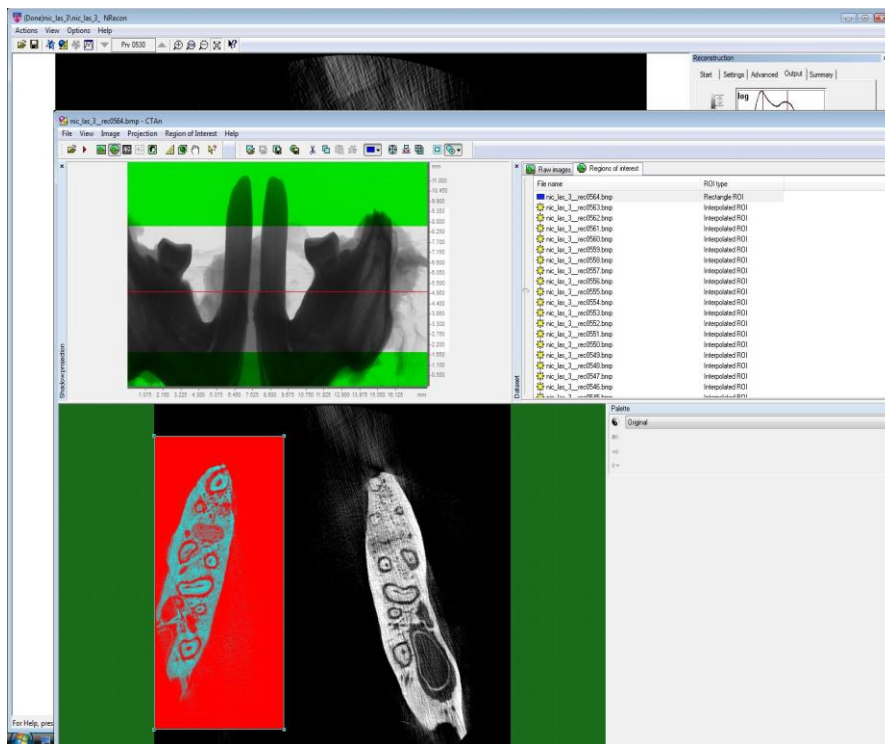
Software CT Analyser v.1.9.1.0.© 2003-08 SkyScan, usado para analisar lado direito e o esquerdo de cada mandíbula separadamente.
